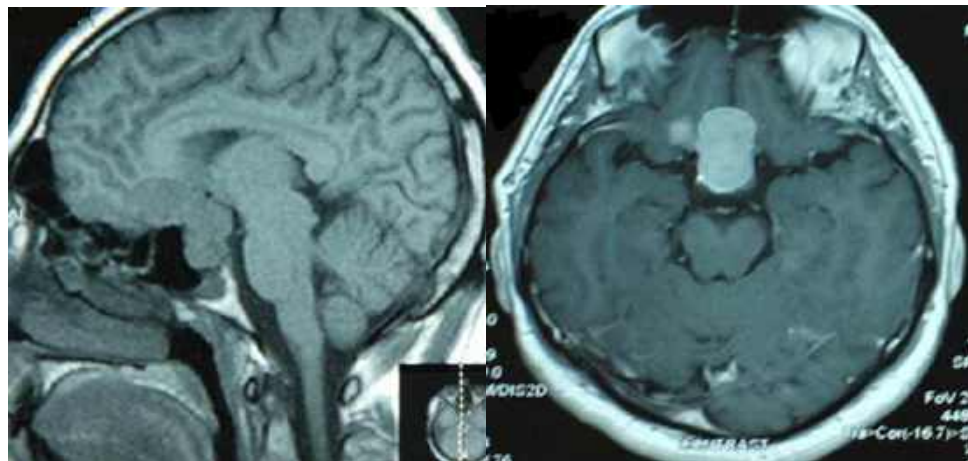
Спостереження №3. Хворий С-ук, (історія хвороби №578/2). Доопераційна МРТ у пацієнта оперованого субфронтальним підходом.
